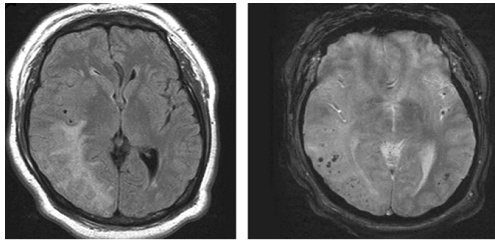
Pattern IRM typique d'AAC-I d'après Chung [2], associant hypersignaux FLAIR confluents et œdémateux d'allure pseudotumorale (image de gauche) et microbleeds de même topographie (image de droite)
